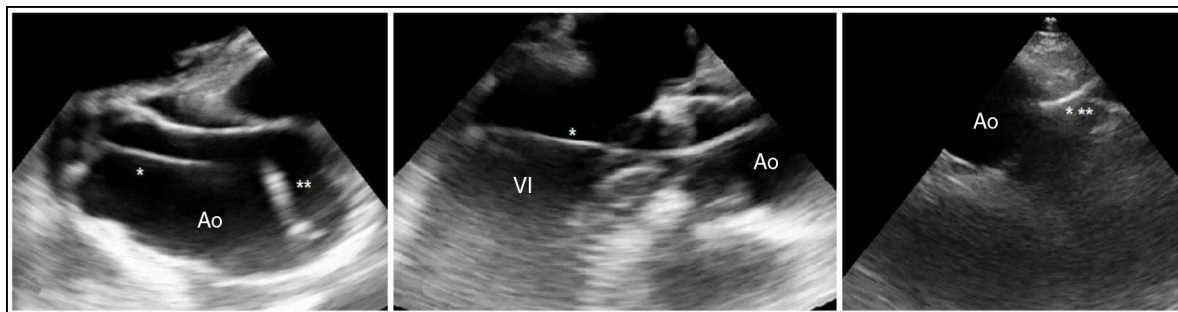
Ecocardiograma Doppler transtorácico. Se observan 2 catéteres dentro de la aorta ascendente (Ao). Uno de ellos, el ventricular (*), atraviesa la válvula aórtica en dirección al ventrículo izquierdo (VI). El otro, que debería ser el auricular (), se muestra enrollado en aorta ascendente.
